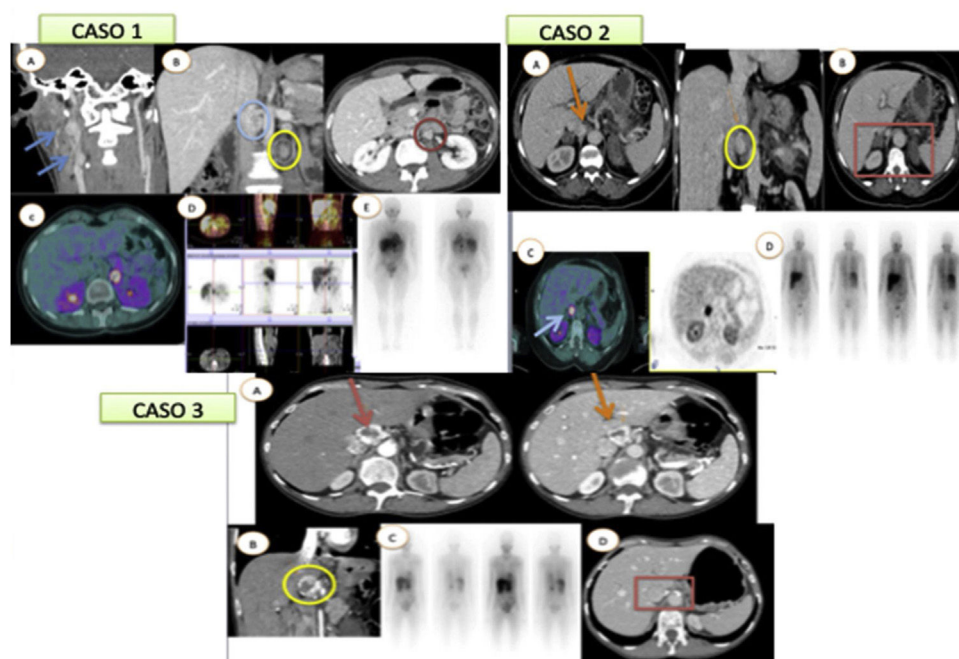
Caso 1. A) AngioTC de TSA corte coronal donde se visualizan múltiples lesiones saculares compatibles con paragangliomas cervicales. B) TC de abdomen corte coronal y axial donde se visualizan nódulos hipervasculares de localización paraaórtica e interaortocava. C y D) PET-TC DOPA con captación patológica de los nódulos. E) Gammagrafía I-131-MIBG. Captación patológica de los nódulos retroperitoneales. Caso 2. A) TC de abdomen con contraste i.v. en fase portal corte axial y coronal donde se visualiza nódulo adyacente a la glándula suprarrenal derecha y vena cava inferior. B) TC de abdomen con contraste i.v. en fase portal donde se visualizan adenomas suprarrenales bilaterales. C) Estudio PET-TC DOPA con captación patológica de la lesión. D) Gammagrafía con I-131-MIBG donde no se visualiza depósito patológico del trazador. Caso 3. A y B) TC de abdomen con contraste i.v. en fase arterial y portal con cortes axiales y coronales, donde se visualiza una lesión hipervascular adyacente al segmento I hepático. C) Gammagrafía con I-131-MIBG donde se visualiza captación de la lesión descrita. D) TC de abdomen con contraste i.v. en fase portal donde se visualizan clips quirúrgicos tras la extirpación de la lesión.
